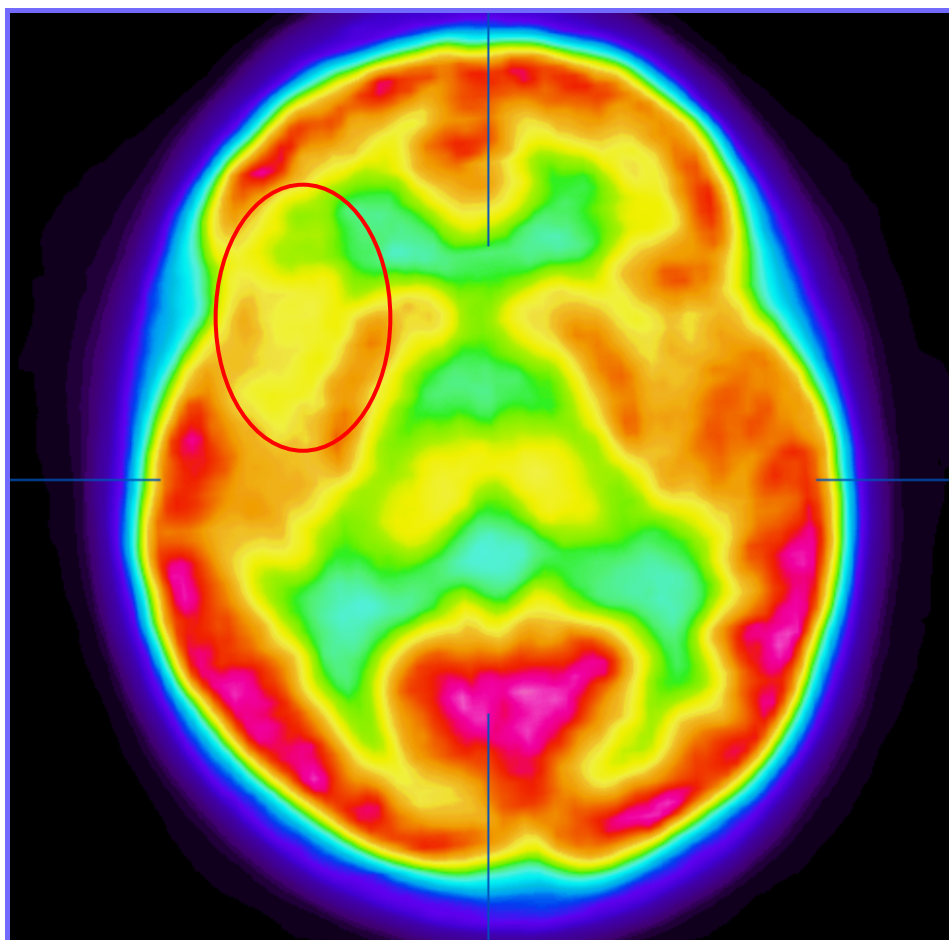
PET-FDG: Hipometabolismo más extenso que la lesión en la RM en giro frontal inferior izquierdo.
